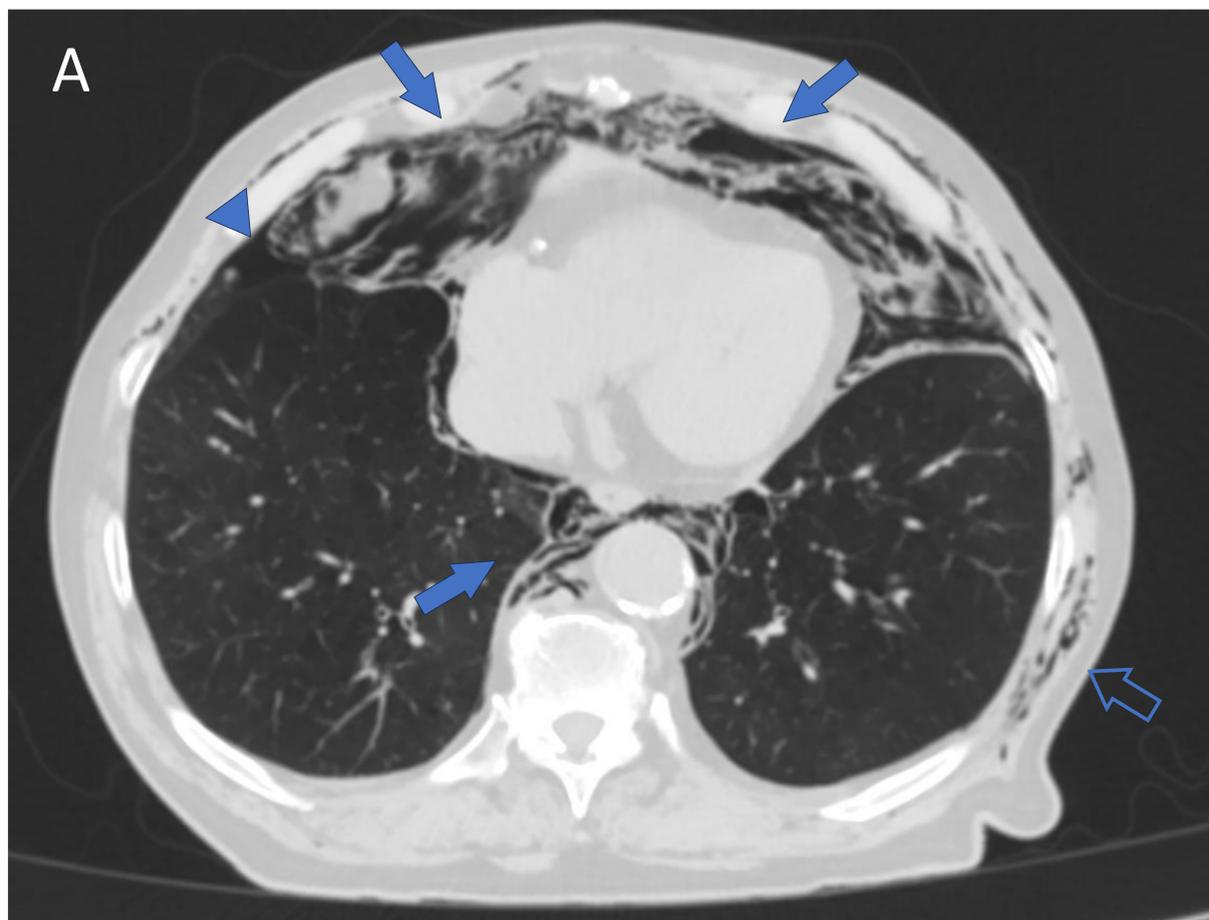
Cortes axiales (A y B) y sagital (C) de la TC del neumoperitoneo en ventana de pulmón, donde se objetiva un extenso neumomediastino (flechas gruesas), un mínimo neumotórax basal derecho (cabeza de flecha), retroneumoperitoneo (flecha curva) y enfisema subcutáneo izquierdos (flechas huecas). En este caso tan solo existe escaso neumoperitoneo en el saco herniario y de predominio central en cavidad abdominal (flechas finas)
